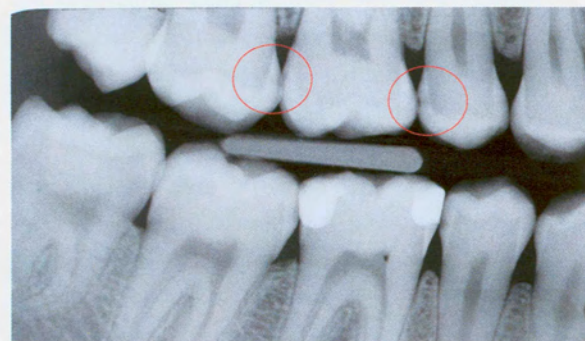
Bitewing-Aufnahme
